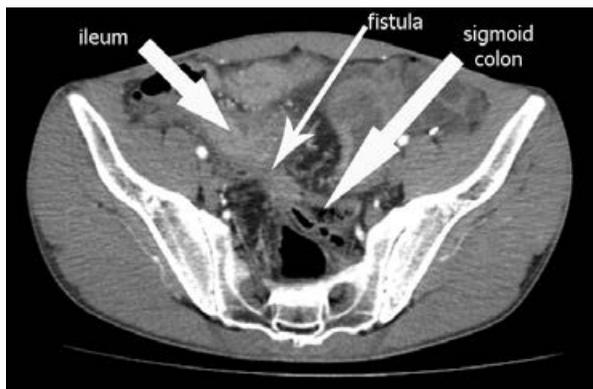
КТ-энтерограмма. Стрелками указаны подвздошная кишка с измененной стенкой, сигмовидная кишка, расположение межкишечного свища
